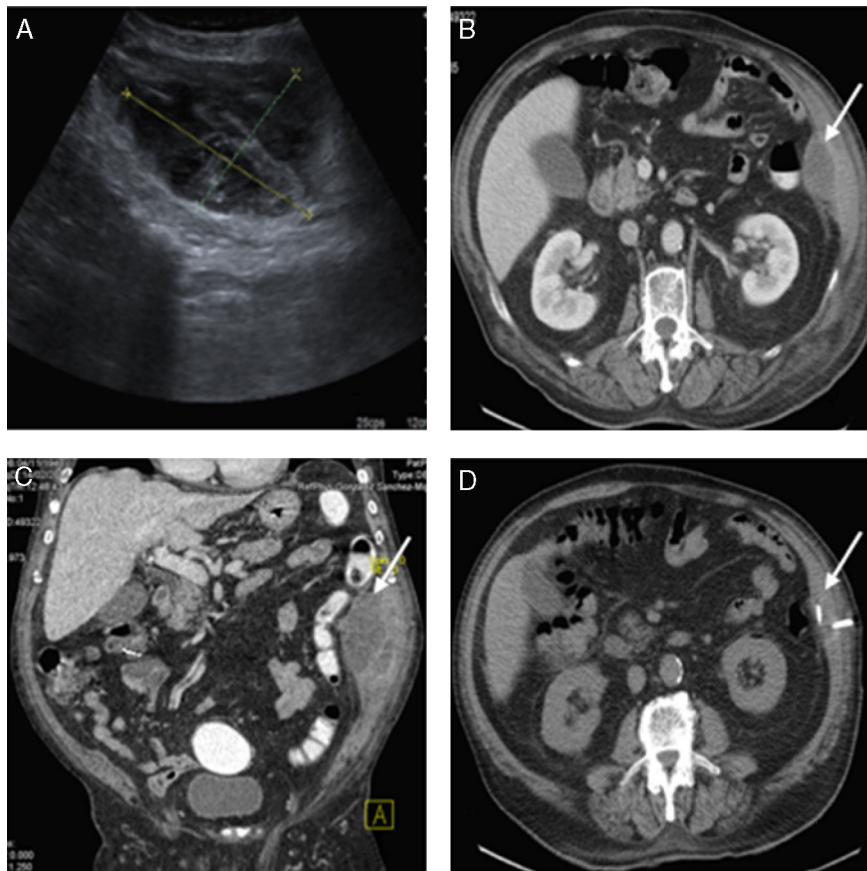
A) Ecografía abdominal: colección $4,2 \times 9,1 \times 10,3$ cm. B) TC abdominal con contraste iv y rectal (corte axial), colección hipodensa con realce periférico situada en la pared abdominal lateral (flecha blanca). C) TC abdominal con contraste iv y rectal (corte sagital), la colección descrita en B (flecha blanca), sin fuga de contraste rectal. D) Drenaje radiológico guiado por TC en el espesor de la colección.
